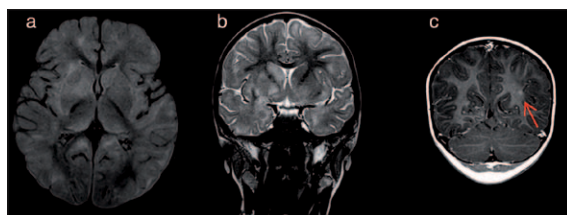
Brain MRI; axial FLAIR (a), coronal T2-weighted (b) and coronal post-contrast T1-weighted images evidencing multiple and bilateral cortical and subcortical T2/FLAIR hyperintense lesions, marked involvement of the right basal ganglia and some areas of patchy subcortical enhancement (red arrow).
